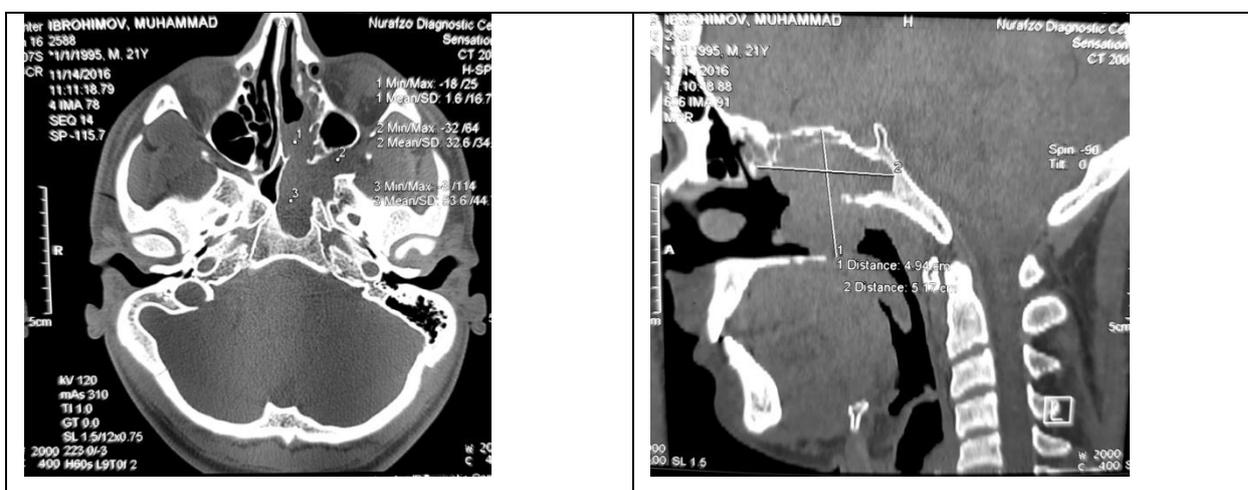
КТ-грамма больного И.М. Рецидив ЮАОЧ. Опухоль занимает задние отделы носовой полости слева, основную пазуху и сторону крылонёбной ямки слева
